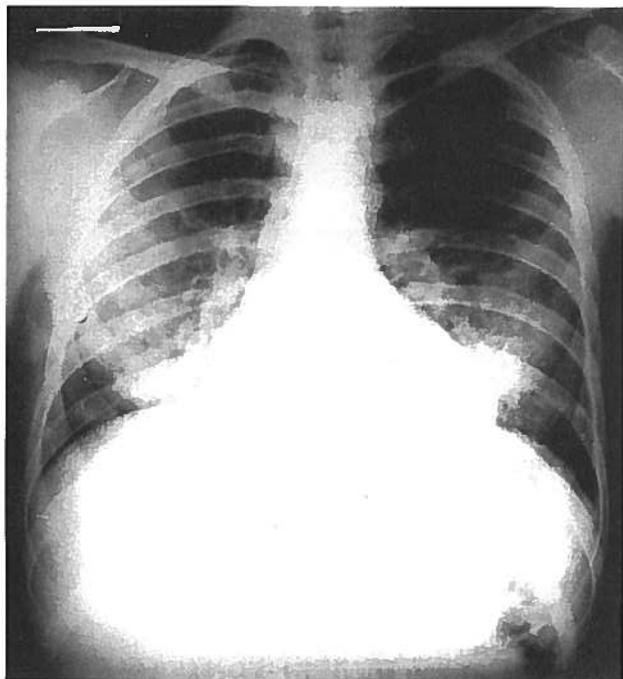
Hemossiderose pulmonar idiopática (um caso) - teleradiografia cardiopulmonar - infiltrado alveolar difuso bilateral
